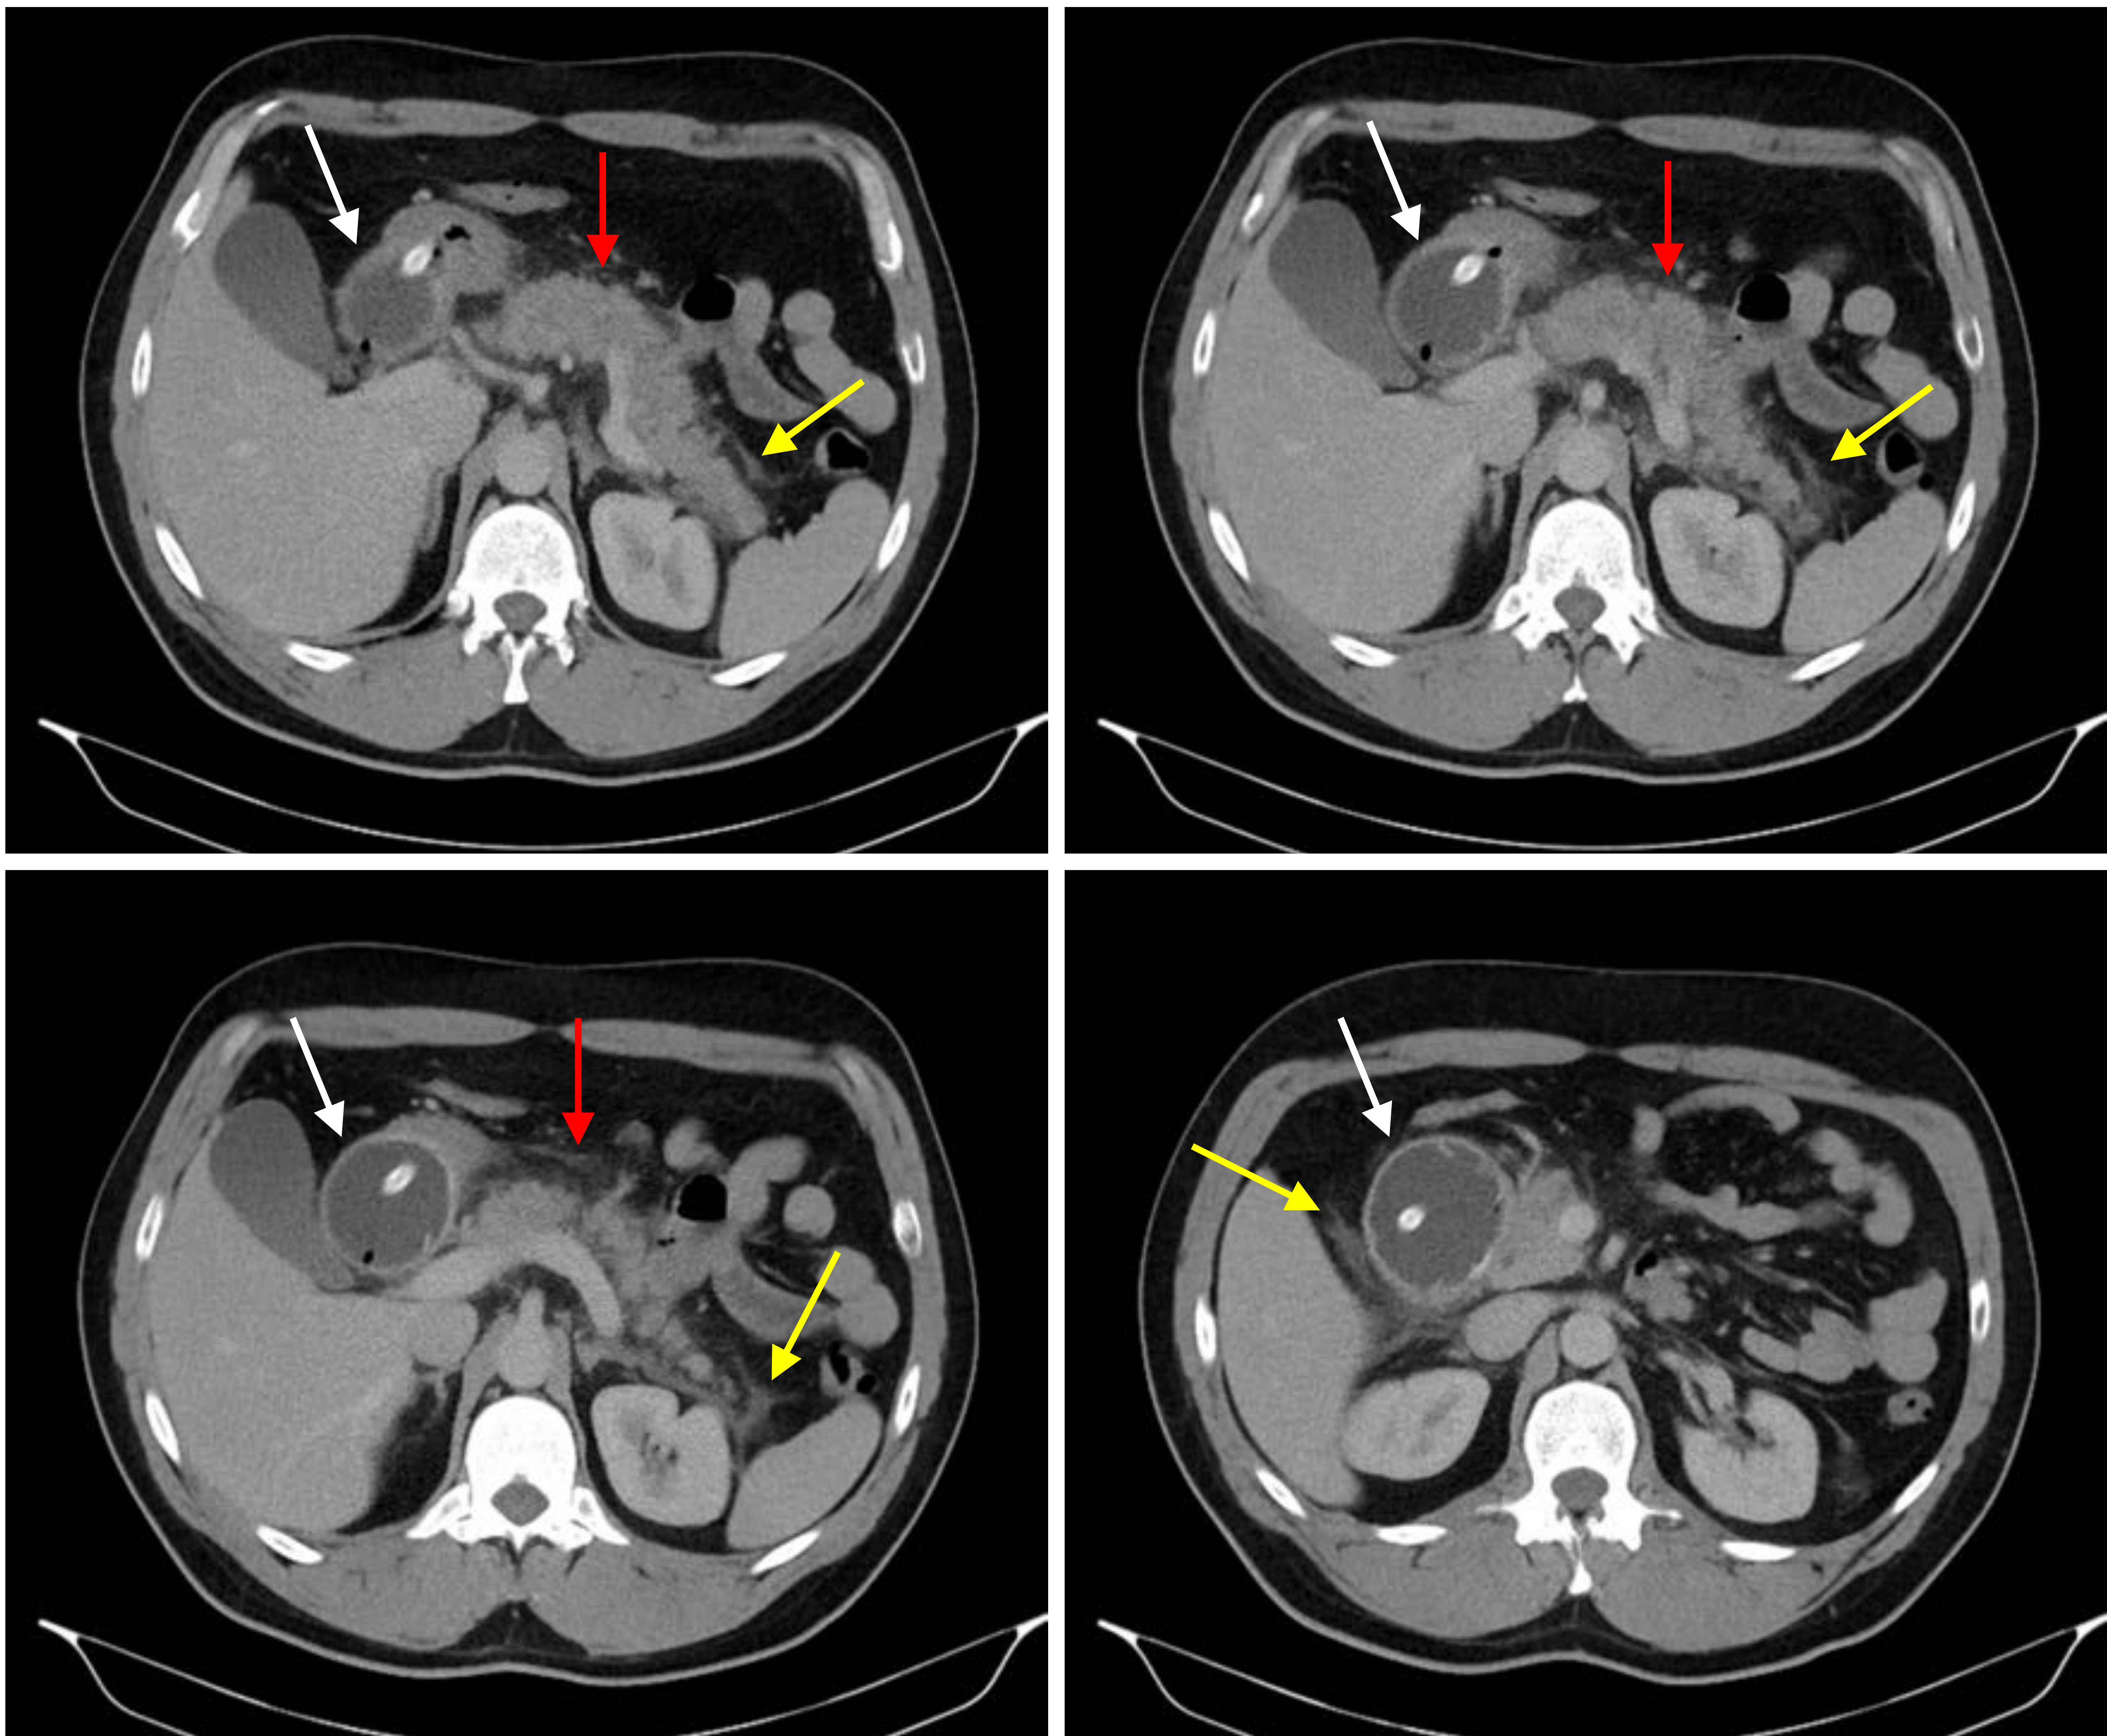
TC de abdomen con administración de contraste IV. Imágenes axiales. Pancreatitis aguda secundaria a migración e impactación de balón intragástrico.
